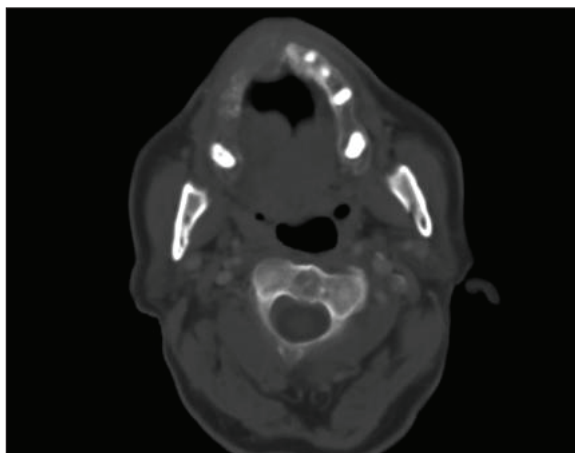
Tumor of the alveolar process in the right side of the maxilla around 13-21 – CT scan.
